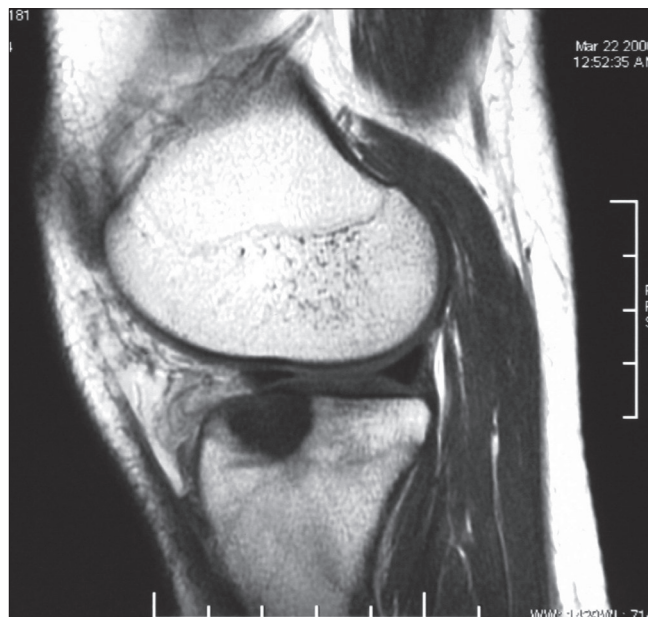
Подтверждение наличия очага поражения на МРТ
